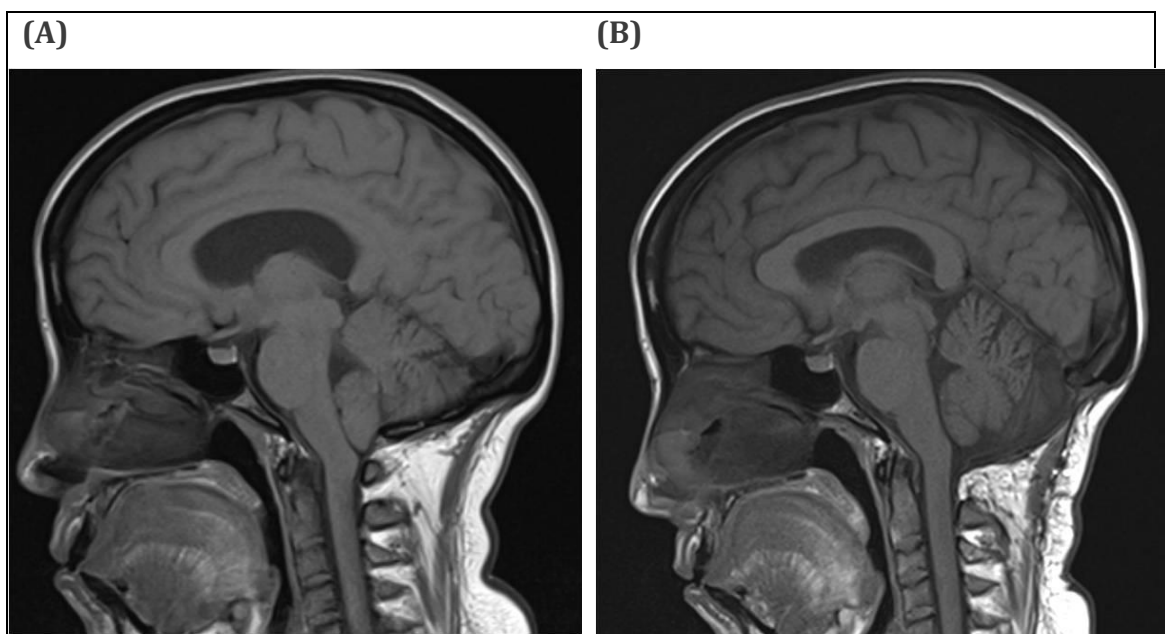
Imagen de Resonancia Magnética de un paciente con una MC-1.5 antes (A) y después de la cirugía de reconstrucción de la fosa posterior (B). Se puede observar que tras la cirugía aumenta el espacio de LCR en la cisterna magna y se revierte el descenso amigdalario. En este caso se ha practicado una extensa craniectomía occipital y se ha colocado una amplia plastia dural.
